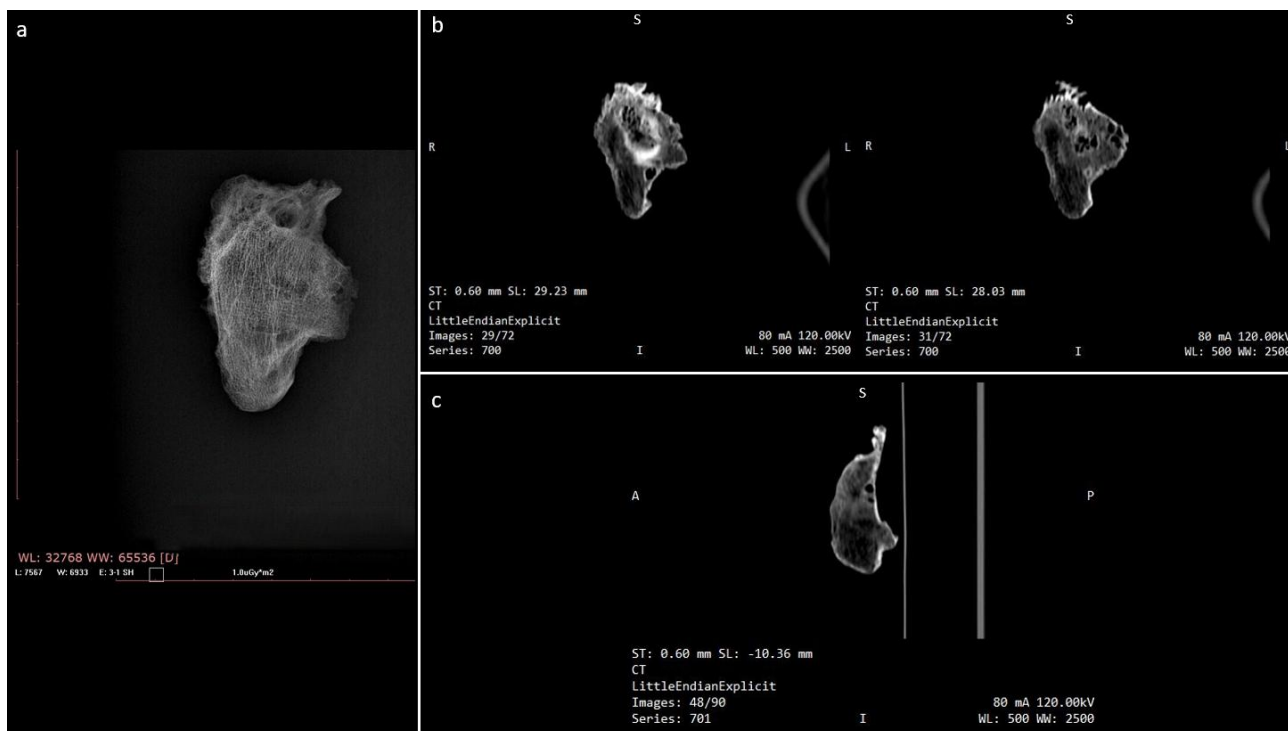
Tomografia Computerizzata (TC) ed immagine radiografica dell'astragalo di Baucina con osteonecrosi. a: RX, in norma superiore; b: TC in norma sagittale superiore; c: TC in norma coronale.
